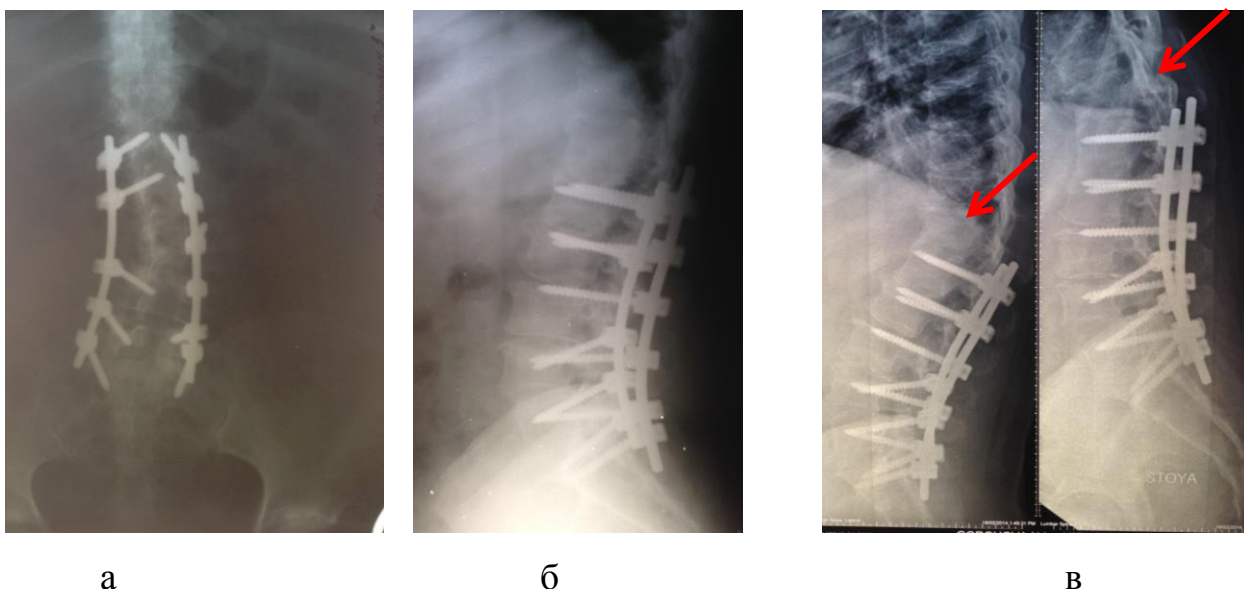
Рентгенограммы пациентки через 2 года после операции. Прямая (а), боковая (б) проекции и функциональные рентгенограммы (в).
